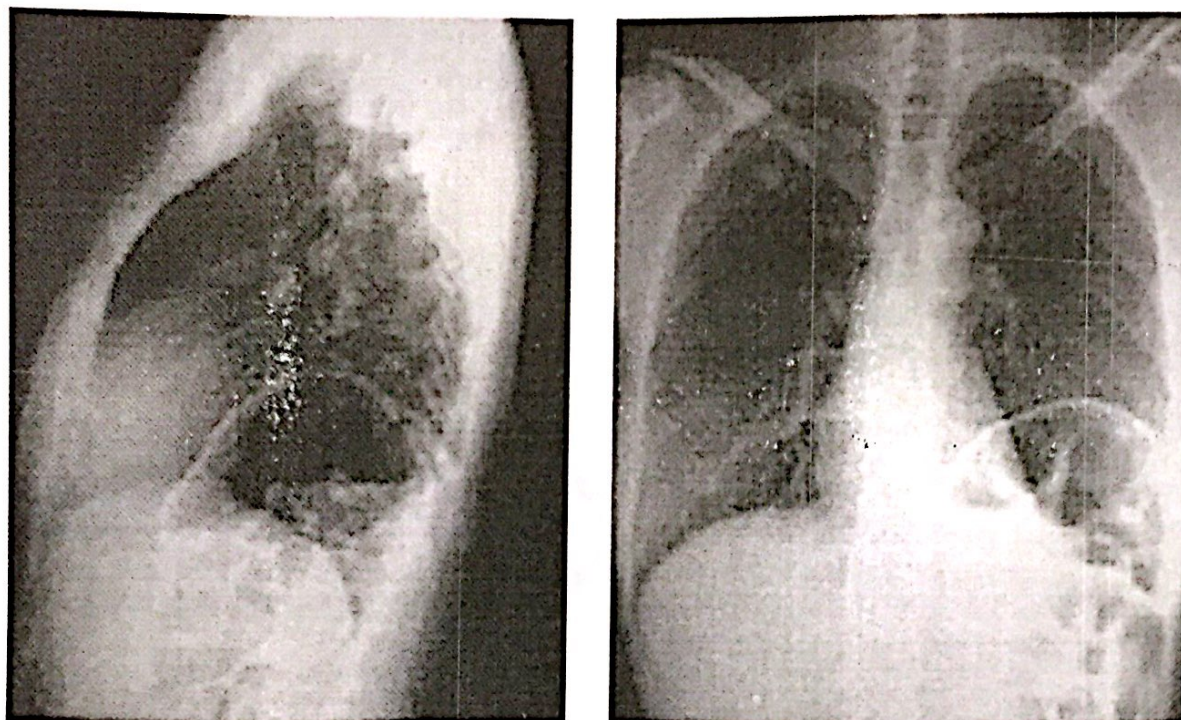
Radiografia com hérnia diafragmática.
